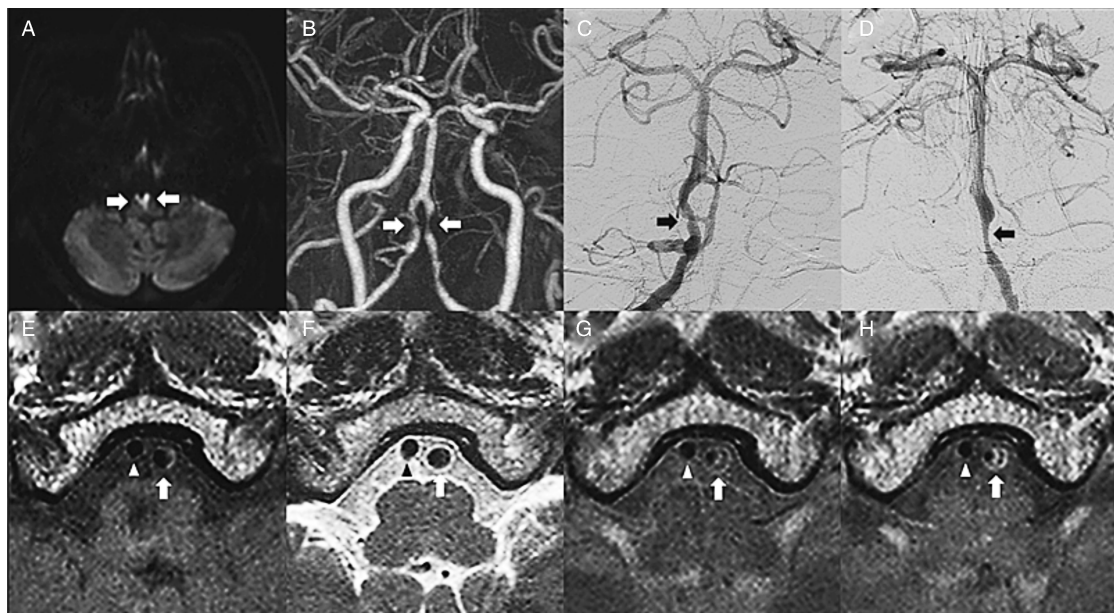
2 号患者的影像特征 A 为 DWI 显示高信号强度的双侧前髓质局灶性损伤;B 为 MRA 显示双侧远端靠近椎基底旁关节处椎动脉严重狭窄;C 为 DSA 显示右侧远端椎动脉 55% 狭窄(箭头所示);D 为 DSA 显示左侧远端椎动脉 65% 狭窄(箭头所示);E 为 T1 HR-MRI 显示新月形均匀高信号,箭头所示为左侧椎动脉出现异常出血;F 为 T2 HR-MRI 显示均匀强度等信号病变;G 为涡旋自旋回波质子密度加权成像显示高信号强度的纤维帽和低信号强度的突发性出血(箭头所示);H 为 T1 动态对比增强 HR-MRI 显示左侧血管壁和纤维帽的增强,以及右侧椎动脉血管壁完好,没有动脉粥样硬化斑块的迹象。
